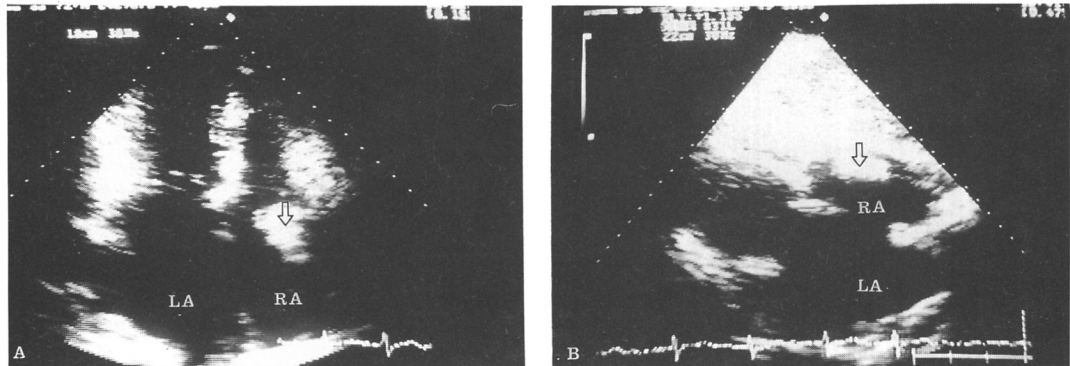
2-D Echocardiogram revealed a right atrial myxoma(arrow) attached to the free wall of the right atrium.
